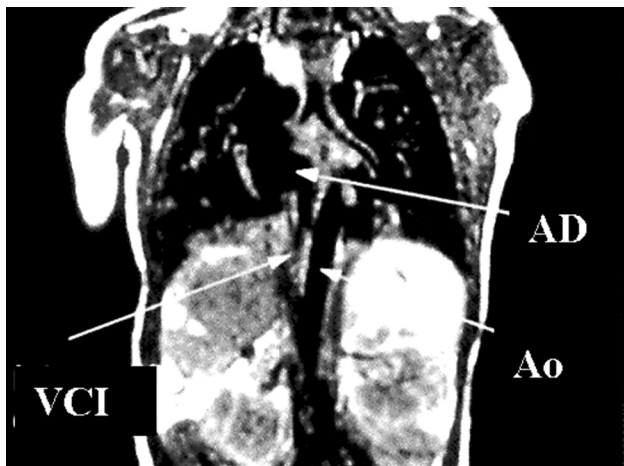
Ressonância magnética, corte coronal, mostrando a interrupção da veia cava inferior. AD = átrio direito; Ao = aorta; VCI = veia cava inferior.
